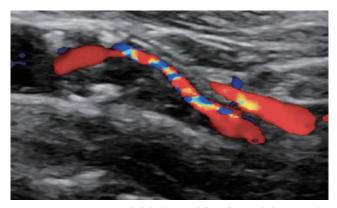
頚動脈エコー 狭窄部位の収縮期最高血流速度 760 cm/s, 石灰化を伴う不均質プラークを認めた.
